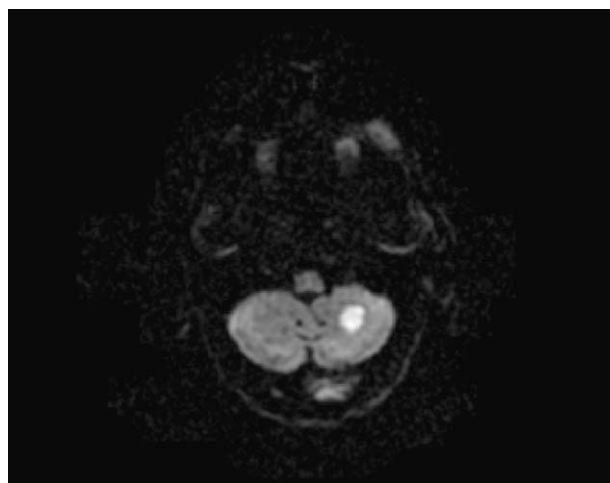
Imagen de resonancia magnética en secuencia de difusión que muestra hiperseñal en el hemisferio cerebeloso izquierdo compatible con isquemia aguda.
